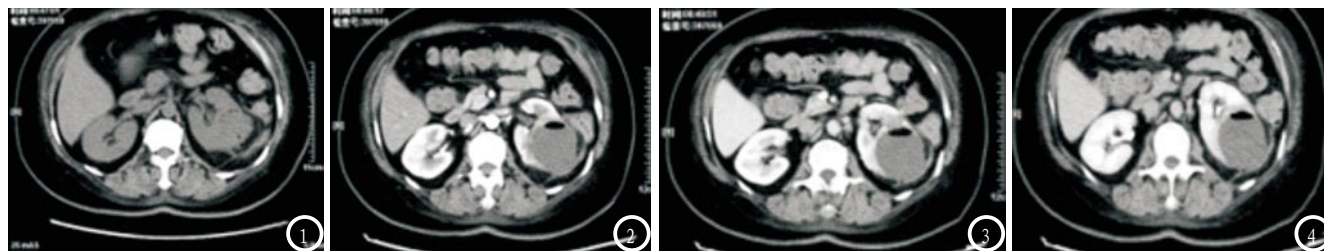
CT平扫显示:左肾实质内可见类圆形低密度影,直径约55mm,其内可见气-液平,左侧肾周筋膜增厚,左肾周脂肪囊见少许条索状软组织密度影。图2 增强扫描动脉期显示:囊强内未见强化,壁呈局部持续强化;左肾周脂肪囊见少许条索状软组织密度影呈轻度强化。图3-4 增强扫描静脉期及延迟期显示:囊强内未见强化,壁局部持续轻度强化。
